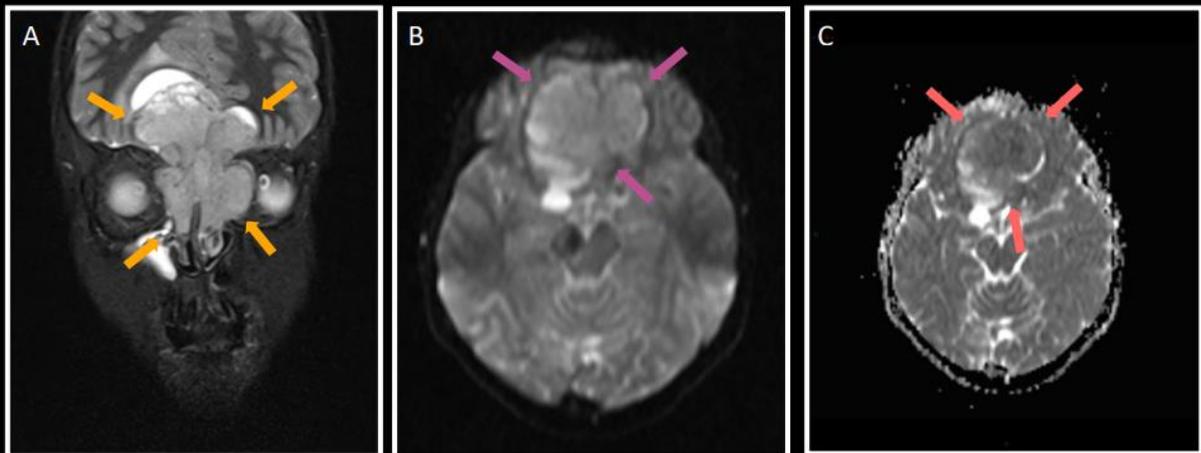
Ressonância magnética do crânio no plano coronal ponderada em STIR (A) evidencia os componentes císticos no polo mais superior da lesão, junto a interface com o parênquima frontal, o qual encontra-se marcadamente comprimido e com sinal hiperintenso à direita, sugerindo edema/infiltração perilesional. As imagens ponderadas em difusão (B) e coeficiente de difusão aparente (C) mostram restrição a difusão.
